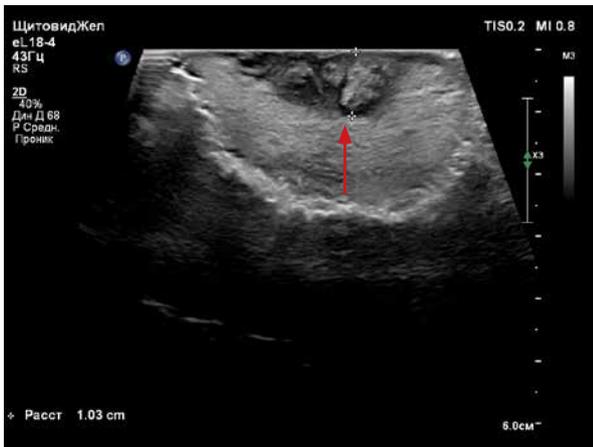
Ультразвуковая томограмма, трансоральное исследование. Рак языка (T2), толщина опухоли – 1,0 см
